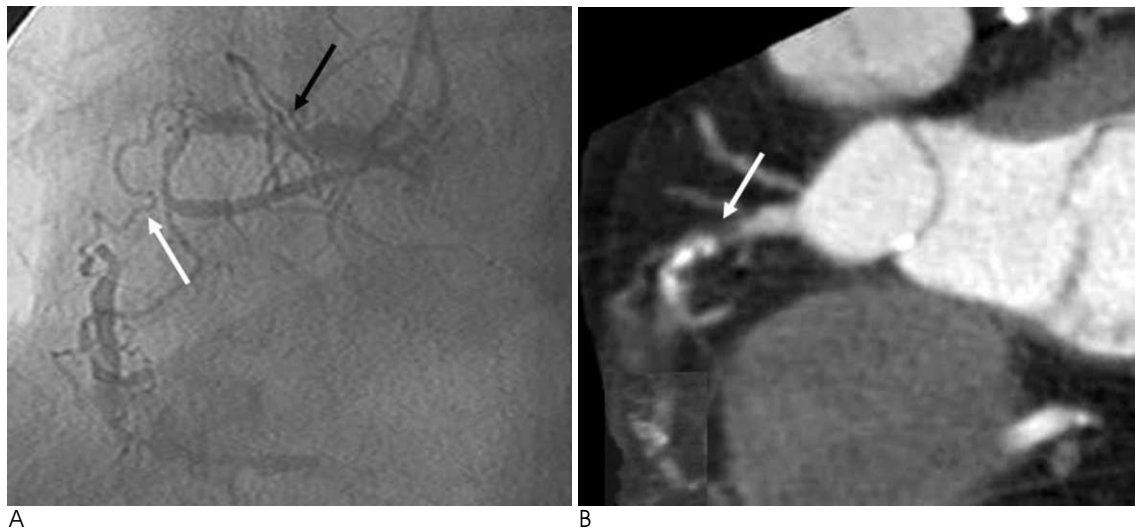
A 78-year-old man with acute chest pain. Coronary angiogram (A) demonstrates severely irregular, stenotic lesion (black arrow) and occlusion (white arrow) in the proximal and middle segment of RCA, respectively. The CTA image (B) shows eccentric and hypodense plaque with irregular margin (arrow) compared to invasive coronary angiography.
